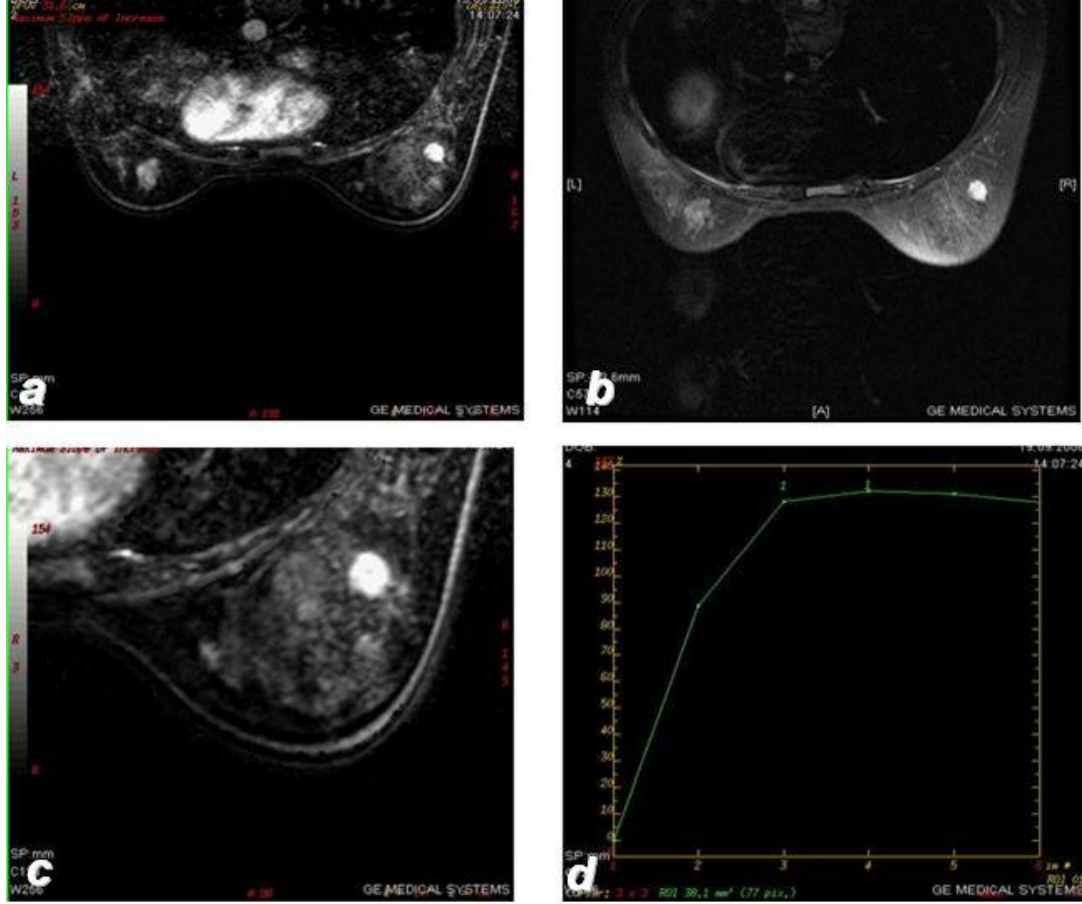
44 Yaşında hasta. Kontrol mamogramda asimetrik fokal lezyon saptanması üzerine MRG yapılmış. Sagittal ve aksiyel planda alınan yağ baskılı kontrastlı T1 görüntülerde sol alt iç kadranda derin yerleşimli, düzensiz, spiküle kitle izleniyor (a,b,c). Kitlenin tip3 boyanma eğrisi gösterdiği izlenmiştir (d). Biopsi yapılan hastanın patoloji sonucu invaziv duktal karsinom olarak gelmiştir.
